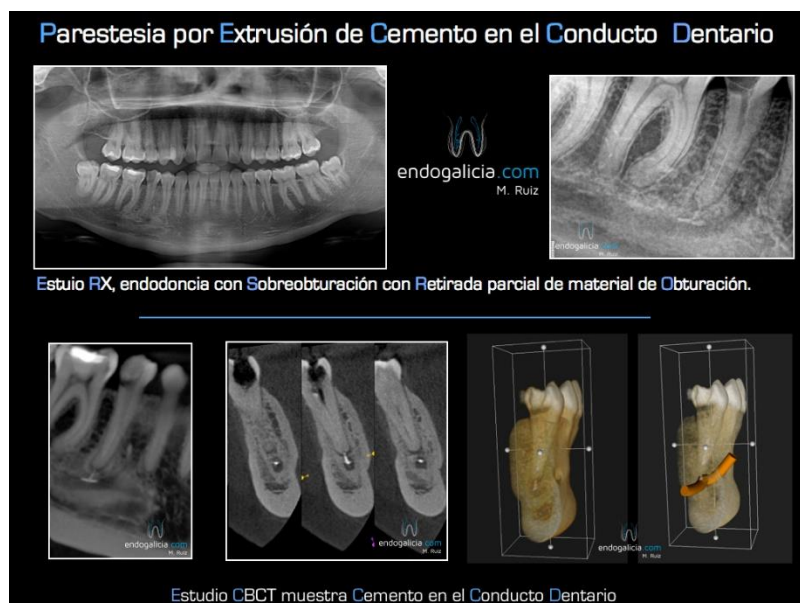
Auxiliares de diagnóstico con radiografía y tomografía computerizada de haz cónico (CBCT): Donde observamos la extrusión de material de obturración al interior del canal del nervio dentario inferior.
